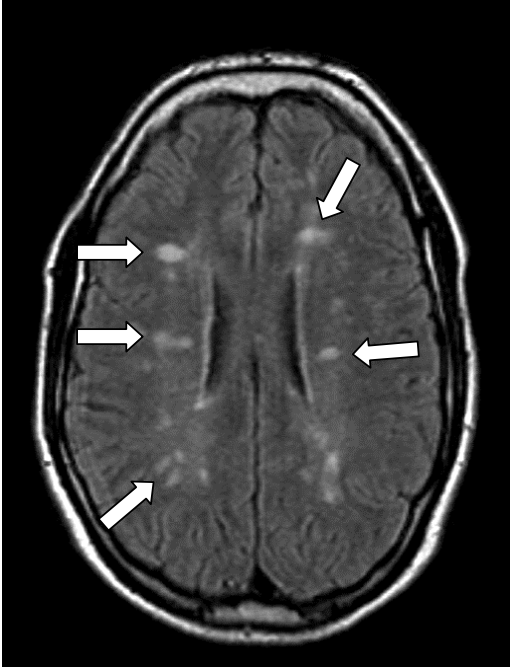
Das zerebrale MRT zeigt multiple periventrikuläre Läsionen in der weißen Substanz, ein typischer Befund bei MS.
